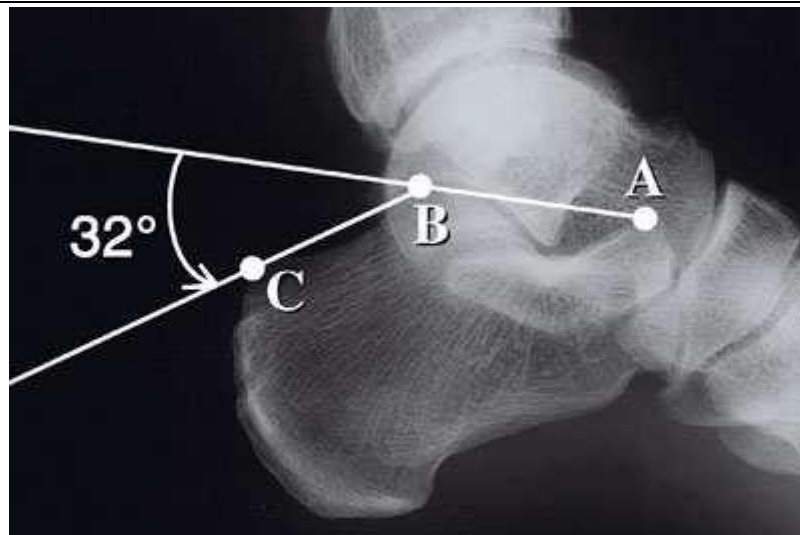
mesure de l'angle de Bohler sur une radiographie du profil (7).
